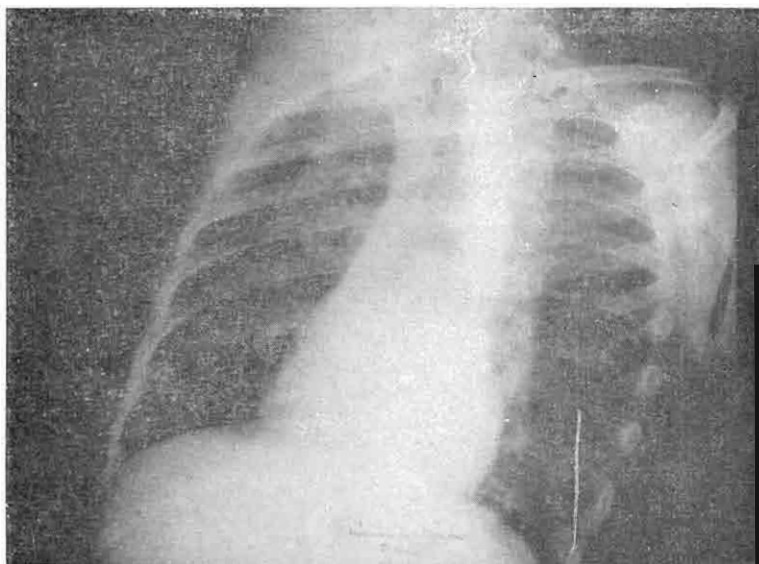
Estudio radiológico del segundo caso presentado. Radiografía antero-posterior.
